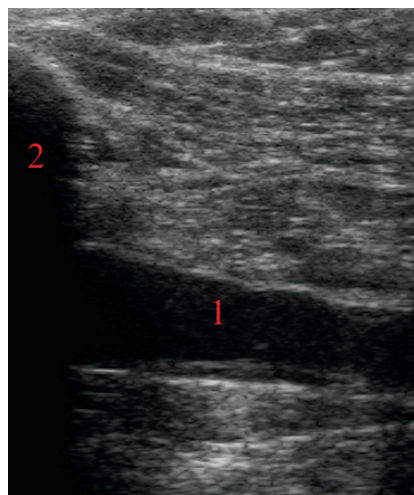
Voie antérieure, coupe longitudinale, sonde linéaire. Aspect échographique de la veine axillaire. 1. Veine axillaire. 2. Ombre acoustique de la clavicule.
